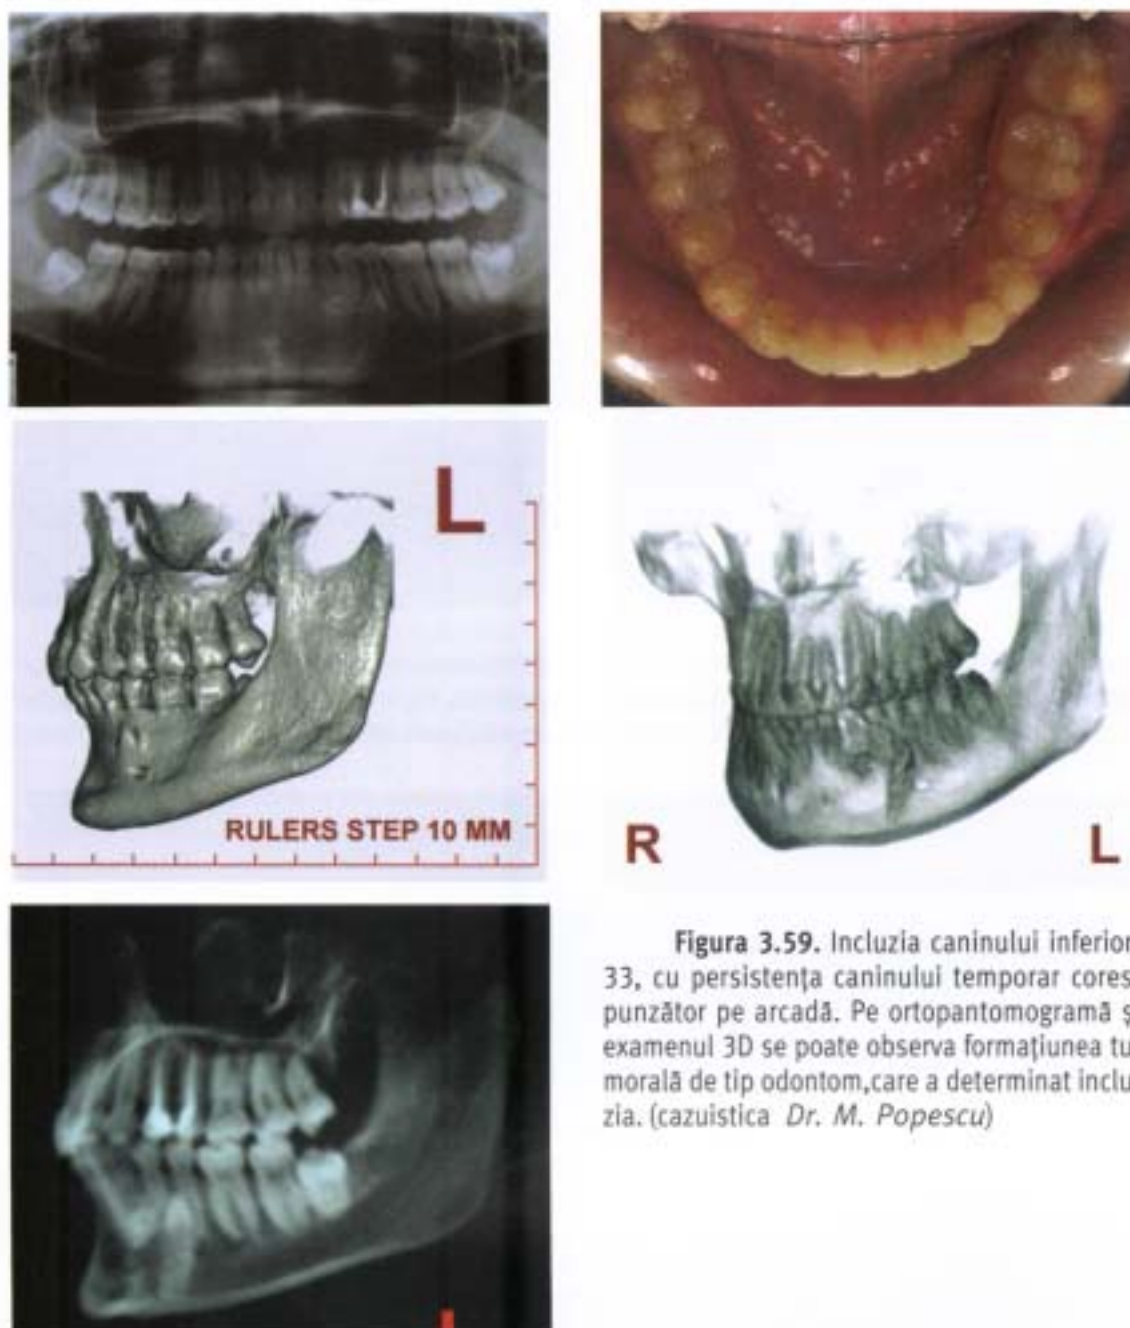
Incluzia caninului inferior, 33, cu persistența caninului temporar corespunzător pe arcadă. Pe ortopantomogramă și examenul 3D se poate observa formațiunea tumorală de tip odontom, care a determinat incluzia. (cazuistica Dr. M. Popescu)
